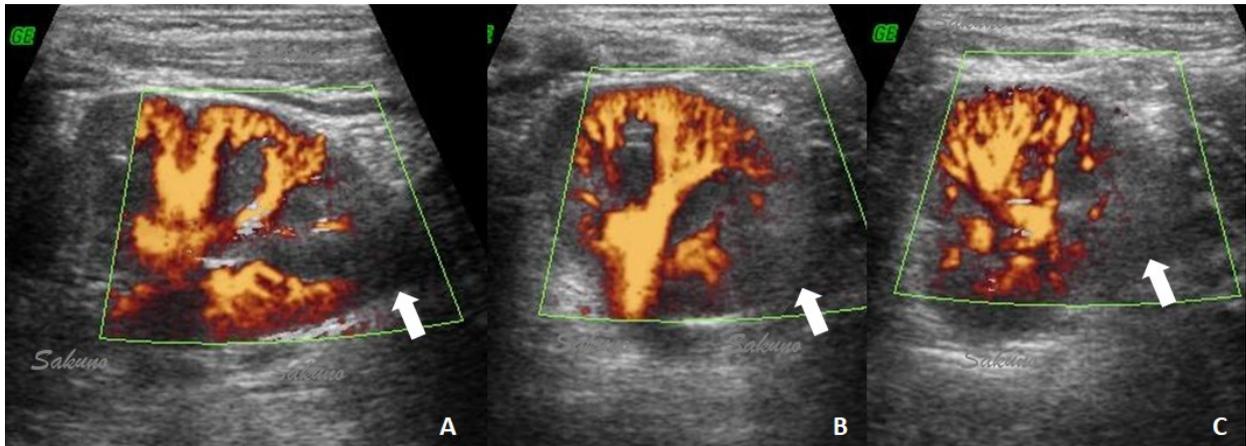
Ultrassonografia com Power Doppler demonstrando área de hipoperfusão (seta) em um paciente com pielonefrite aguda. (A) Corte longitudinal, (B) Corte transverso e (C) Corte oblíquo.
